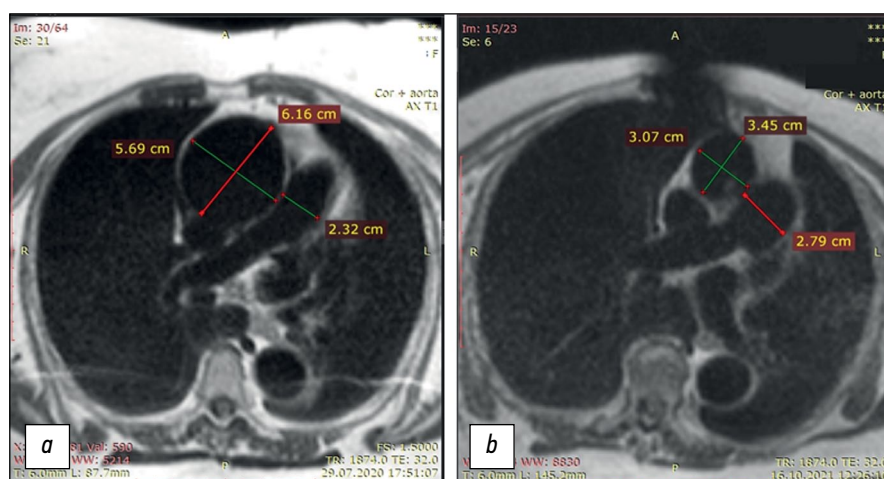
患者B-k在肺动脉分叉处的胸部器官, 特别是胸主动脉的T1加权图像横向切片: a — 动脉瘤扩张的胸主动脉人工修复前, 可见动脉瘤升主动脉临界扩张至大于6厘米; b — 动脉瘤扩张的胸主动脉人工修复后, 升主动脉横截面恢复正常。在植入假体前后, 降主动脉都在正常范围内。值得注意的是, 植入假体后肺动脉扩张到27毫米, 而入院时的初始横截面为23毫米。术后CT扫描还显示了钢丝金属固定器在胸骨区域的伪影。
